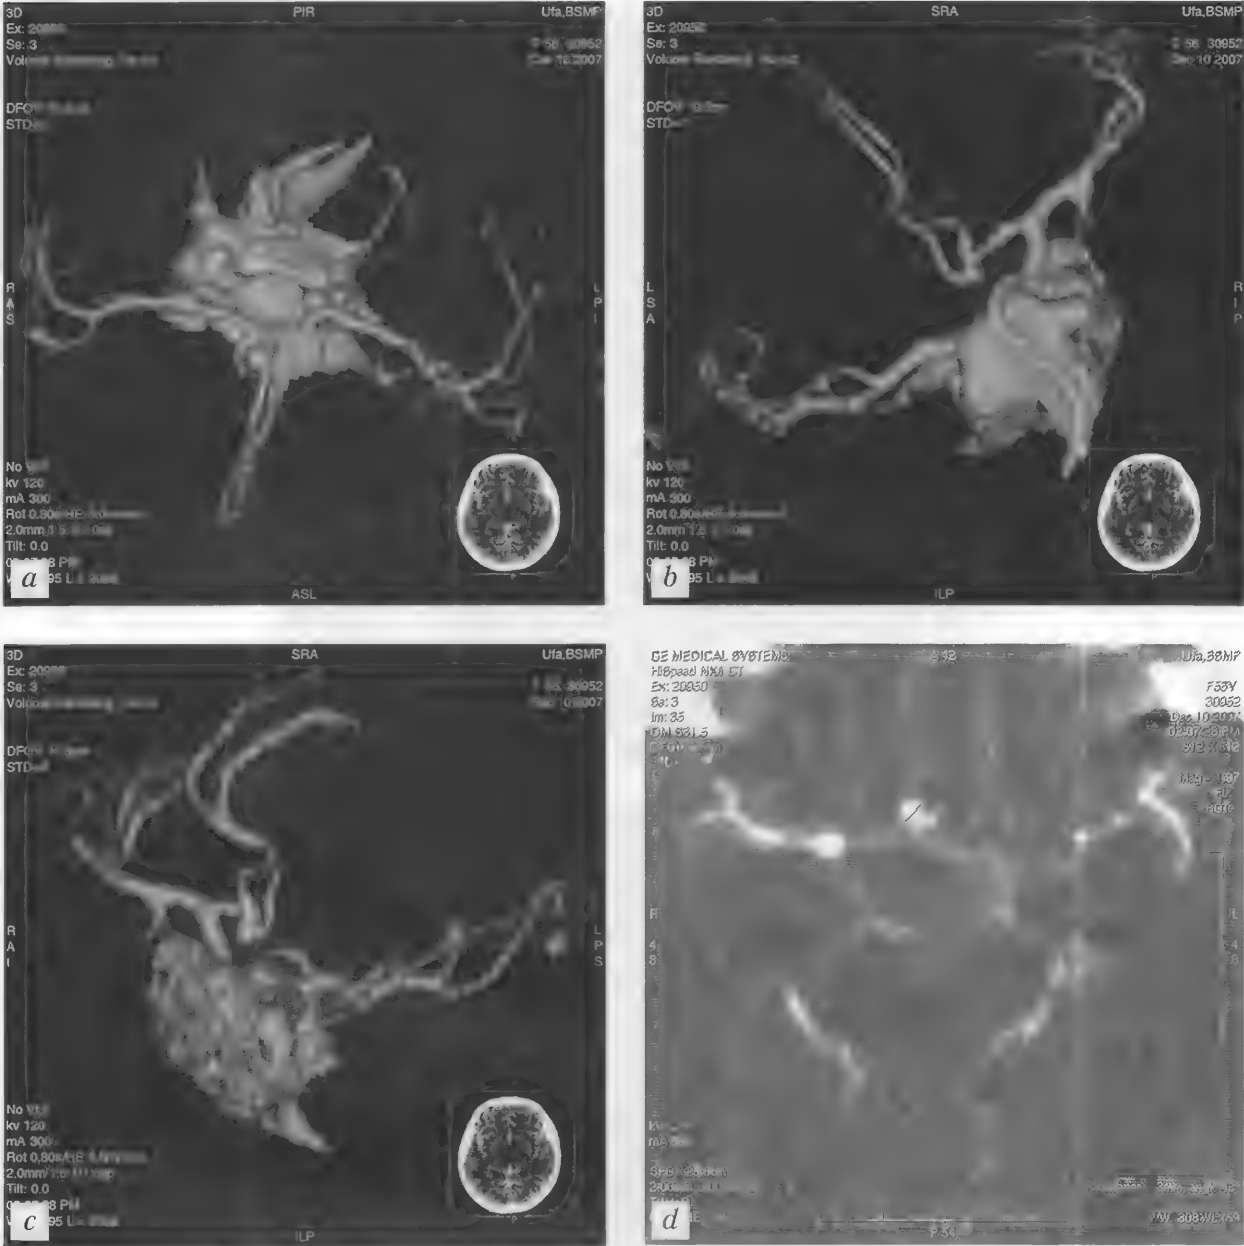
Больная П., 56 лет. Аневризма передней соединительной артерии. СКТА — *a–c*; КТ (болюсное контрастирование) — *d*
